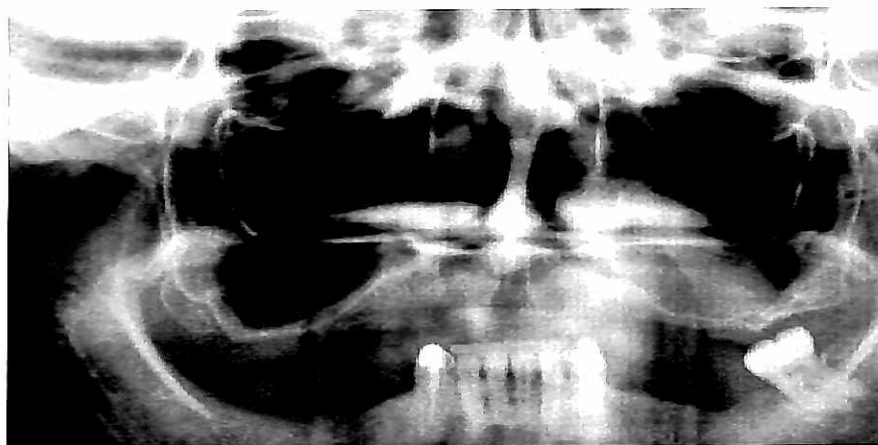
imagem obtida por radiografia panorâmica, para análise inicial pré-operatória.
